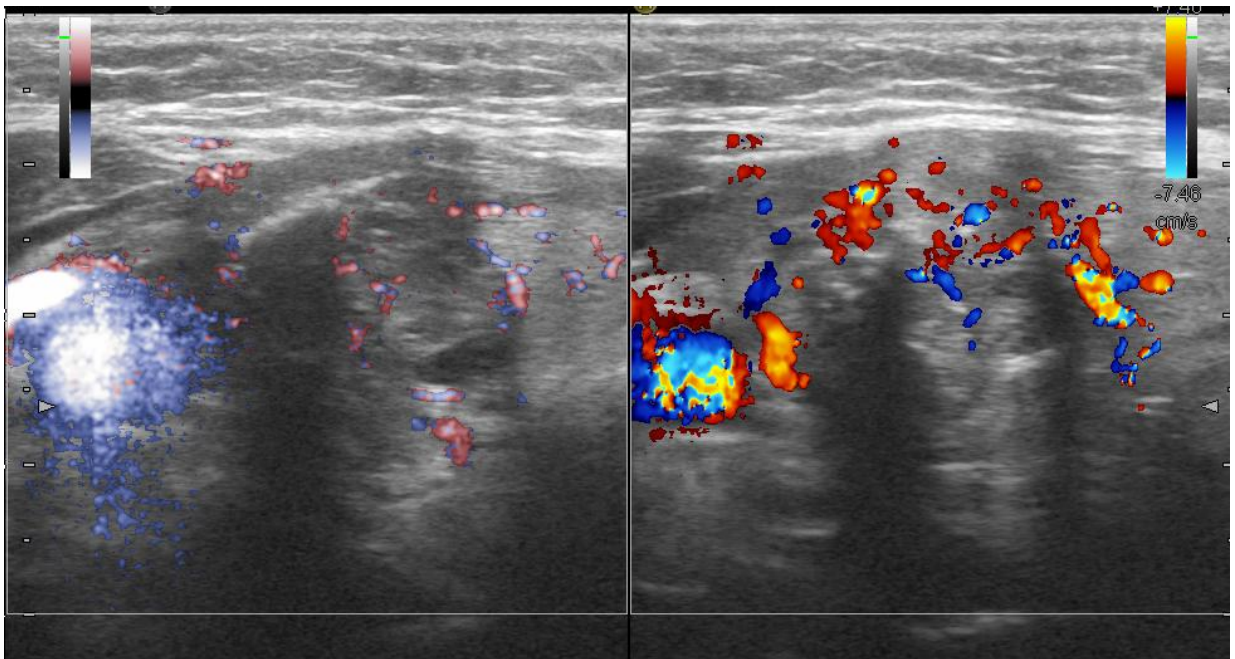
УЗИ щитовидной железы, рак правой доли с инвазией капсулы (режим энергетического доплера).
